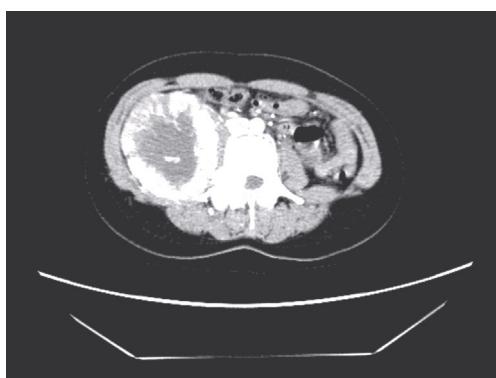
CT检查图.右侧腹腔可见一巨大软组织团块影, 局部与L3椎管内相连, 右肾受压移位, 大小约9.3 cm×8.1 cm, 其内可见片状低密度影, 增强后可见明显不均匀强化, 其内可见供血血管影.
